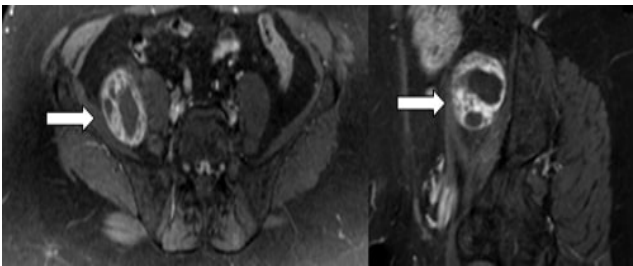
Magnetic resonance imaging post-contrast, at saturated T1 weighted image. Areas of solid components show intense enhancement
